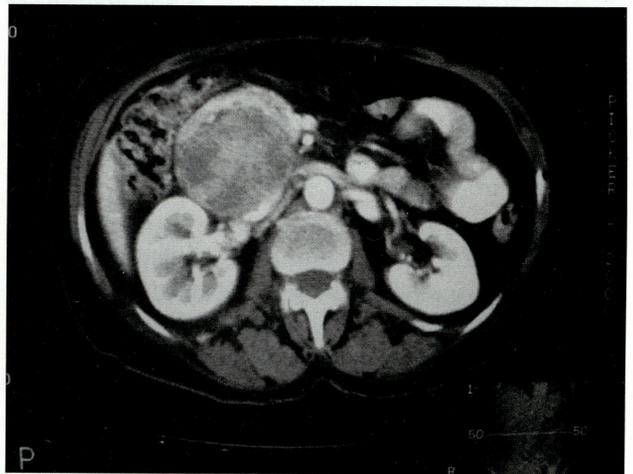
TAC Masa redondeada sólida de 7,5 cm. adyacente a cava inferior, compatible con tumor retroperitoneal.
